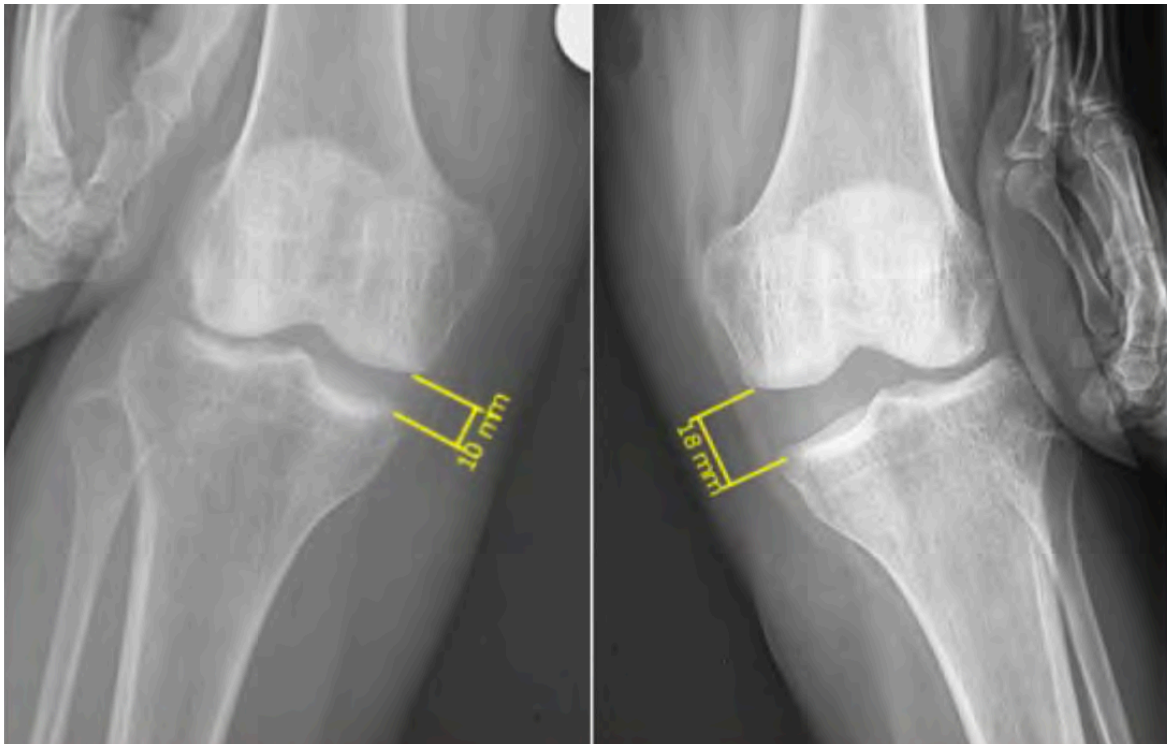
Radiographie d'effort en valgus
